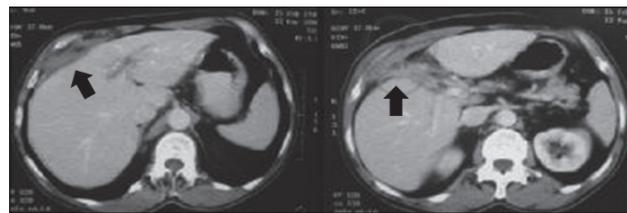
Tomografia Computadorizada de Abdômen – evidenciando massa com componente necrótico e gás em musculatura abdominal à direita (setas)
